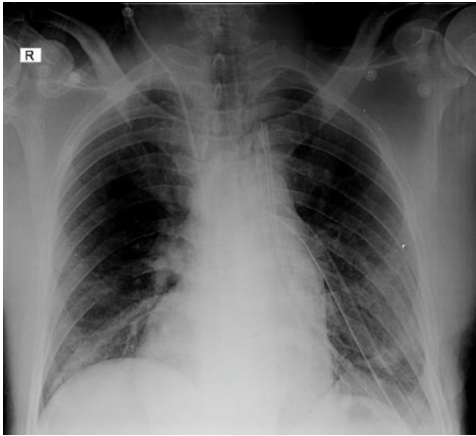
Radiografía de tórax control postoperatorio
